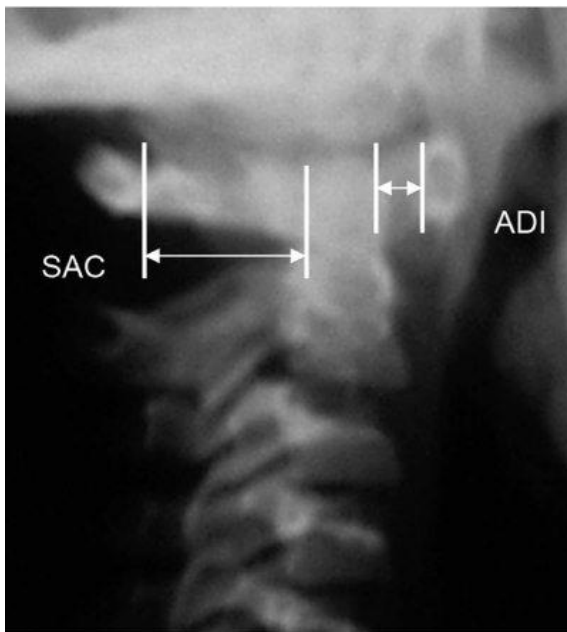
Боковая рентгенограмма ШОП ребенка.
